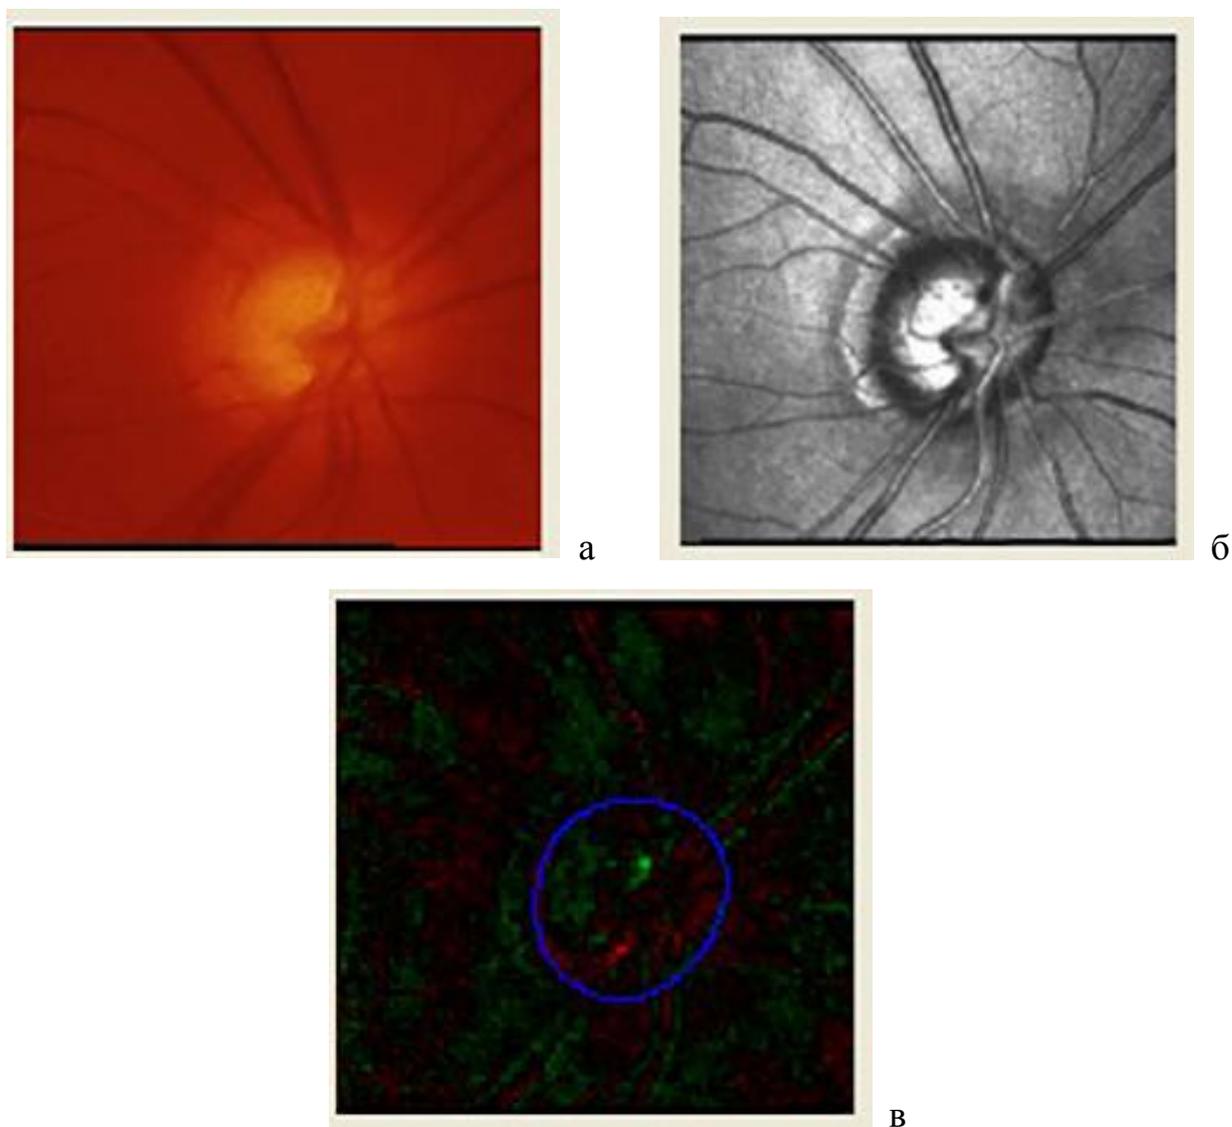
а - в – Морфометрическая картина левого глаза пациентки Р. до КЛТ (ретинотомограмма HRT-3)
